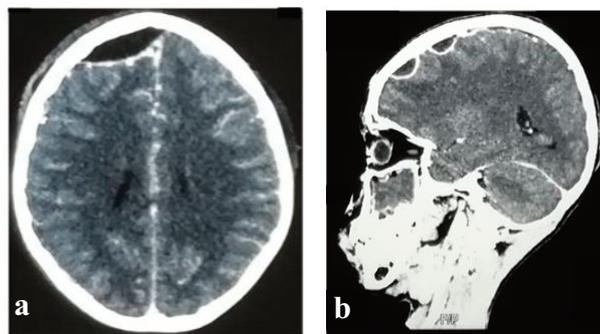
coupes axiale (A) et sagittale (B) d'une TDM cranio-encéphalique et des sinus de la face avec injection montrant un empyème extradural fronto-parietal droit compliquant une sinusite maxillaire droite.
